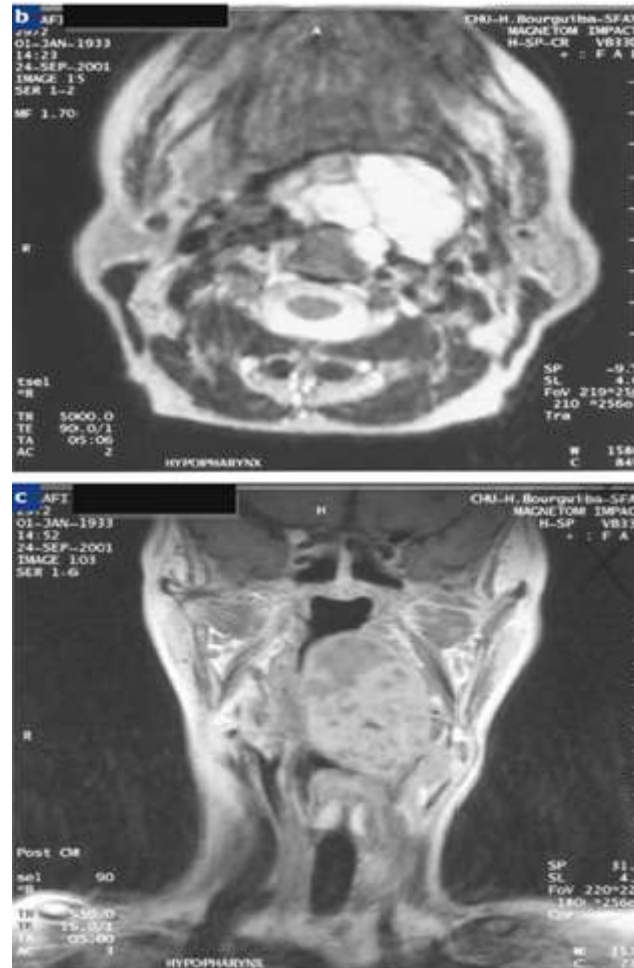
IRM cervicale objectivant un chondrosarcome ; a : coupe axiale T2 ; b : coupe coronale post-gadolinium : énorme masse tumorale des espaces rétro et latéro-pharyngé gauche hypo T1, hyper T2 avec rehaussement modéré et hétérogène, entraînant une importante sténose de la filière oropharyngée [11].
